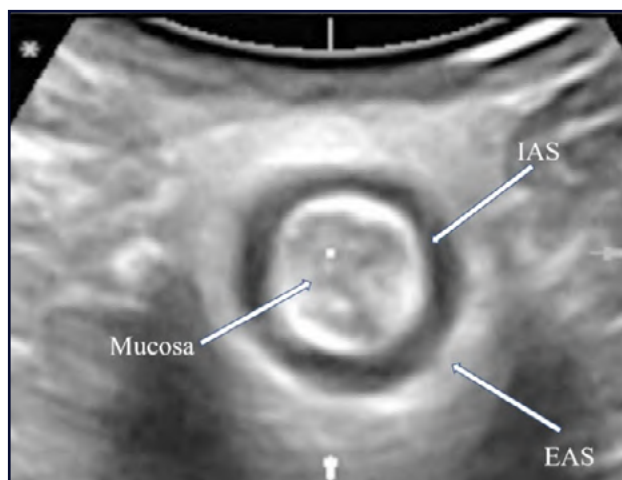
Ecografia transperineale con trasduttore convex. Normale anatomia di IAS ed EAS.
